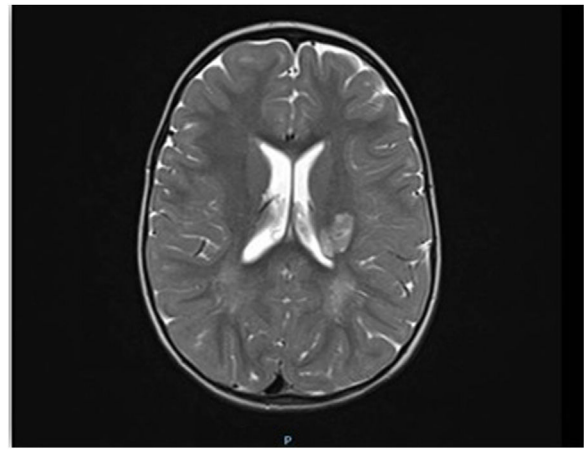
Imagen axial de la RM craneal potenciada en T2 en la que se objetiva un área de incremento de la intensidad de la señal compatible con un ictus arterial isquémico en cuerpo/cola de núcleo caudado, brazo posterior de la cápsula interna y porción posterior del núcleo lenticular izquierdo.
